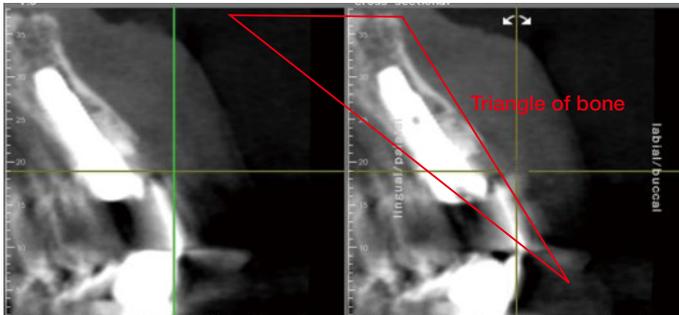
Ⅰ部インプラント埋入後のCT像。Triangle of bone（唇側骨板の傾斜面および口蓋側骨板の傾斜面と基底骨を結んだ仮想三角形）内の唇側骨板傾斜と平行に2mm以上口蓋側にインプラントが位置しているのが認められる。
